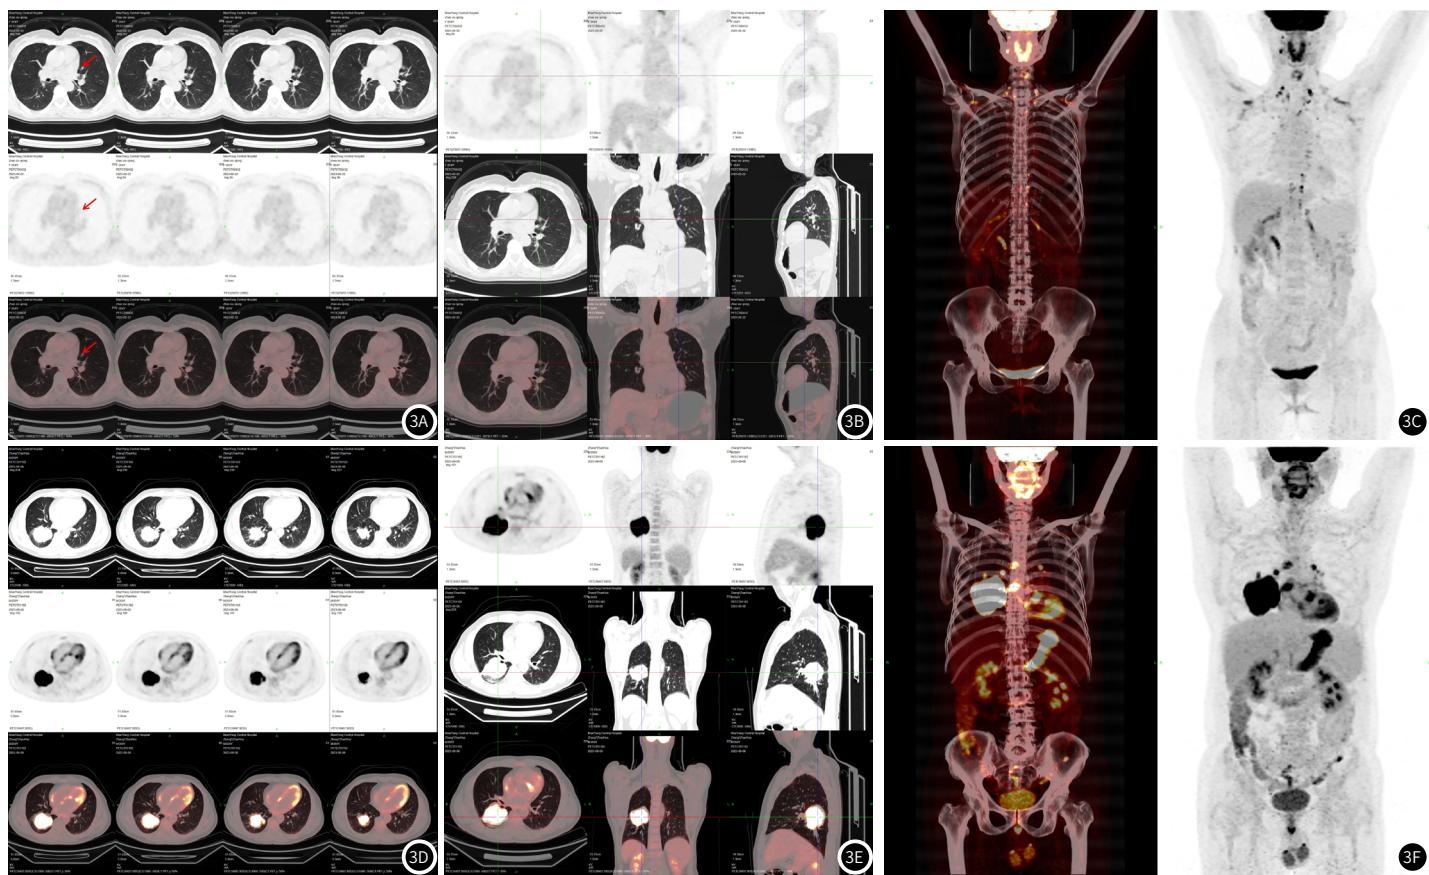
图3F 3A: 浸润性腺癌, 左肺上叶上舌段见一大约1.0cm×0.8cm混合磨玻璃影, 形态欠规则, 未见显像剂摄取增高。3B: 中分化鳞状细胞癌, 右肺下叶近肺门区可见一软组织密度肿块, 与横斜裂局部紧贴, 跨越中下叶, 肿块边缘多发浅毛刺, 大约6.6cm×4.8cm, 显像剂摄取明显增高, SUVmax约17.3。
